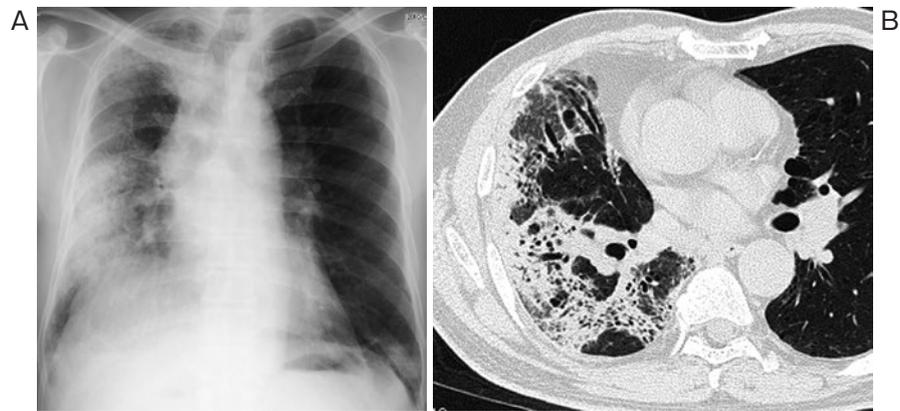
(A) 入院時胸部X線写真. 右肺全体にすりガラス影と浸潤影が広がっている. (B) 胸部CT. 右肺の末梢側優位に一部 consolidation を伴うすりガラス影を認める.
